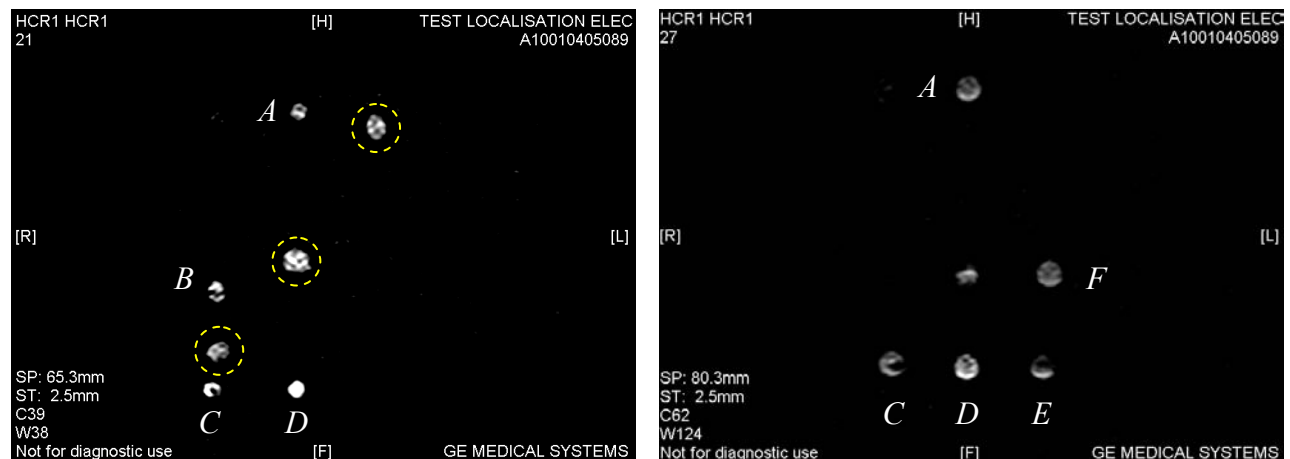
Coupes frontales, selon différents plans de coupes, en Echo de gradient T1 des différents gels de conduction placés dans des tubes à essai en fonction de repères paramagnétiques IRM (cercles pointillés jaunes).
